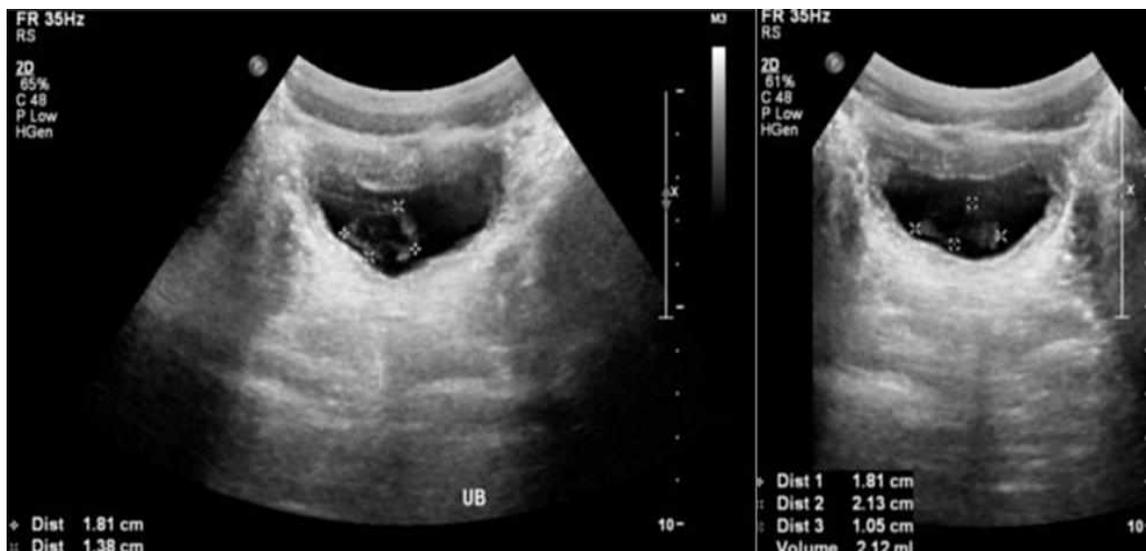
УЗИ уrogenитального тракта пациента М.А., возраст 1 года 3 мес, с выявленной утолщением стенок мочевого пузыря
